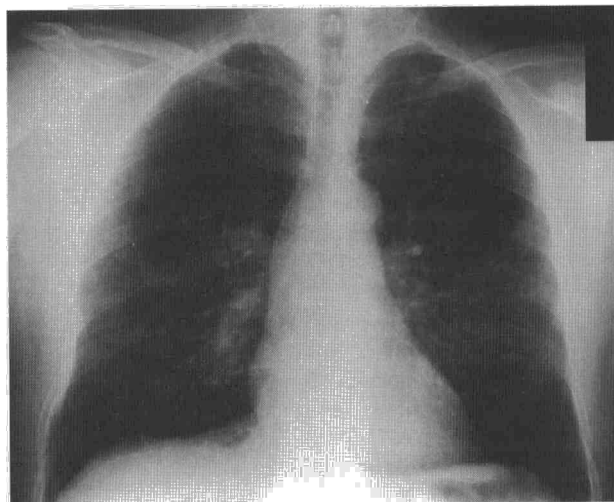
Radiografía posteroanterior de tórax que evidencia un patrón intersticial perihiliar bilateral.
